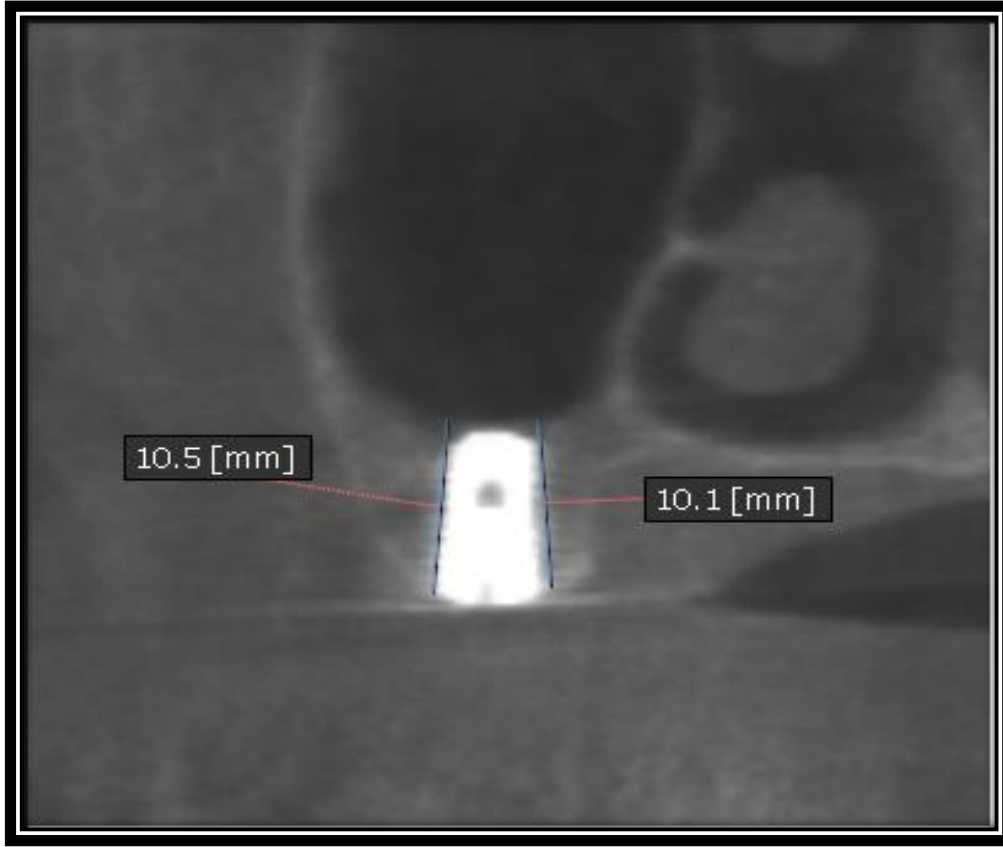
صورة شعاعية بطريقة CBCT بمقطع جبهى تُوضح قياسات ارتفاع العظم مع الطعم في مرحلة بعد الجراحة مباشرة، دهليزي حنكي الزرعة الثانية
